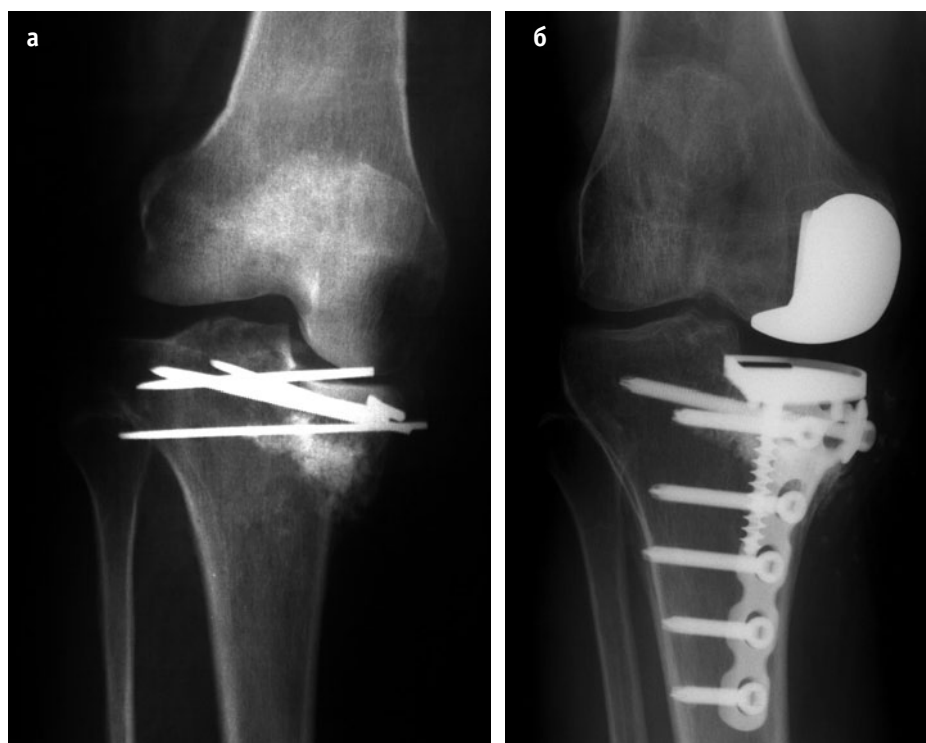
(а) Несросшийся вследствие неадекватной фиксации перелом внутреннего мыщелка большеберцовой кости с варусной деформацией коленного сустава у 51-летней женщины. (б) Рентгенограмма через четыре года после одномыщелковой реконструкции внутреннего отдела сустава с релизом мягких тканей по поводу их контрактуры, использован протез Sulzer Natural Knee Uni. Объем движений до операции составлял 5–65°, после операции — 3–122°.
